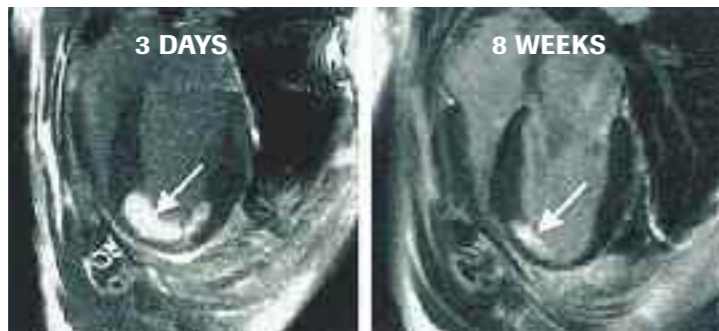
Evoluzione del late gadolinium enhancement da 3 giorni dopo l'infarto (a sinistra) a una fase tardiva a 8 settimane (a destra) in un modello canino. Modificata da Kim RJ, et al. Relationship of MRI delayed contrast enhancement to irreversible injury, infarct age and contractile function. Circulation 1999; 100: 1992-2002.
